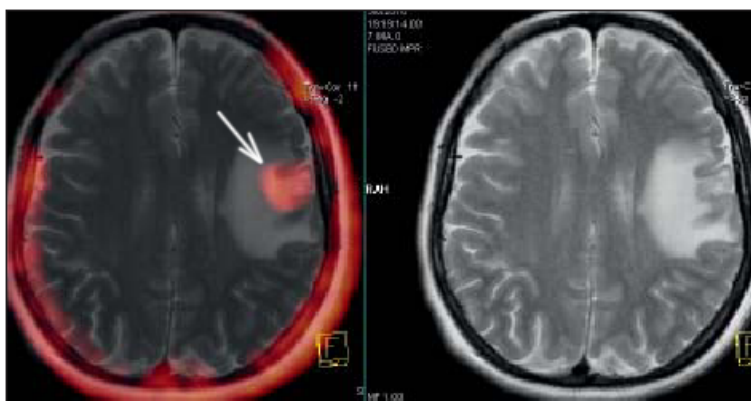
Порівняння зображень перерізу головного мозку, отриманих за допомогою ОФЕКТ (ліворуч) та КТ (праворуч). На ОФЕКТ-зображенні чітко видно крововилив (показаний білою стрілкою)
